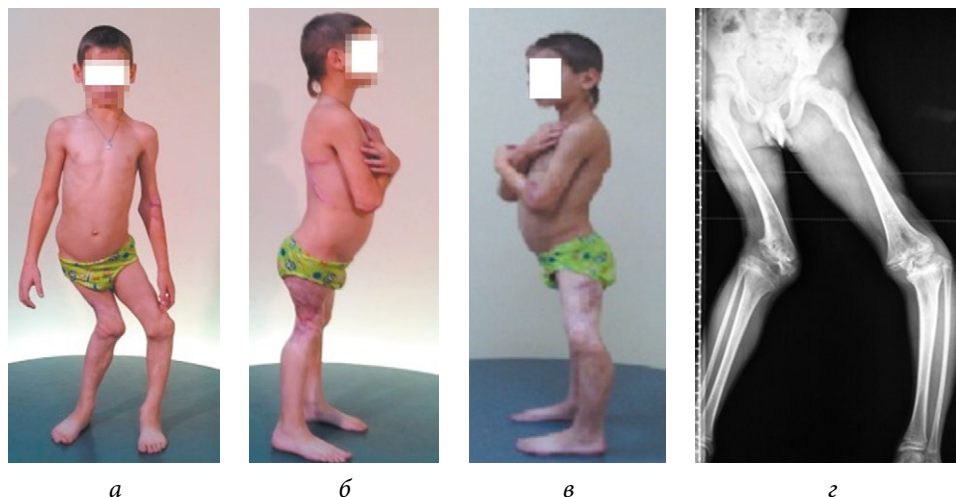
Фотографии (а-в) и рентгенограмма нижних конечностей (г) пациента К. с последствиями менингококце- мии до оперативного лечения
